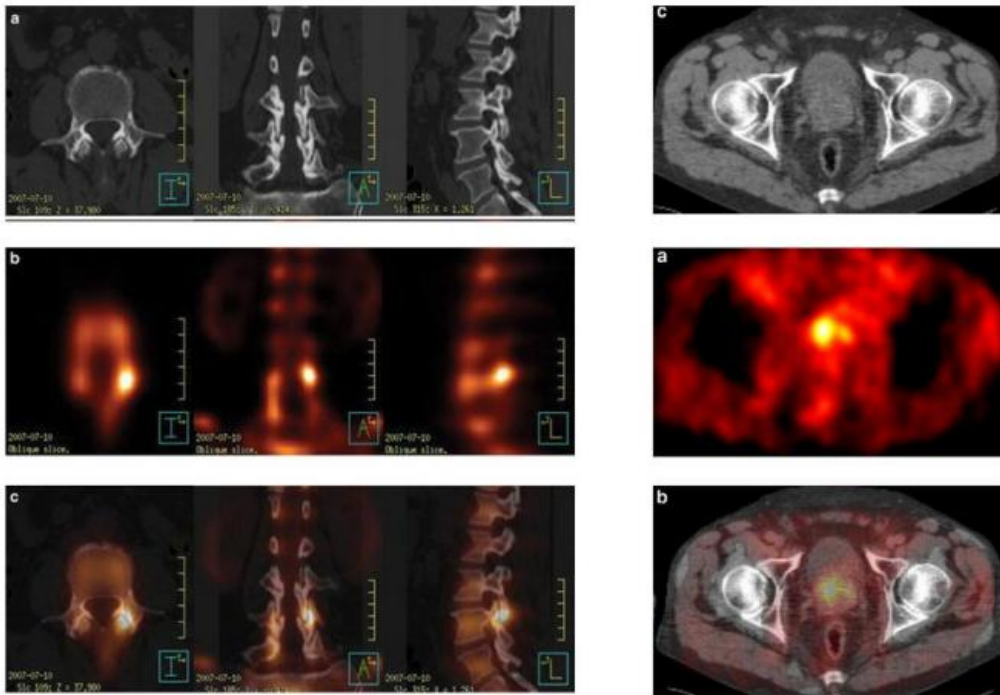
exemples de fusion multimodale IRM/TEP
